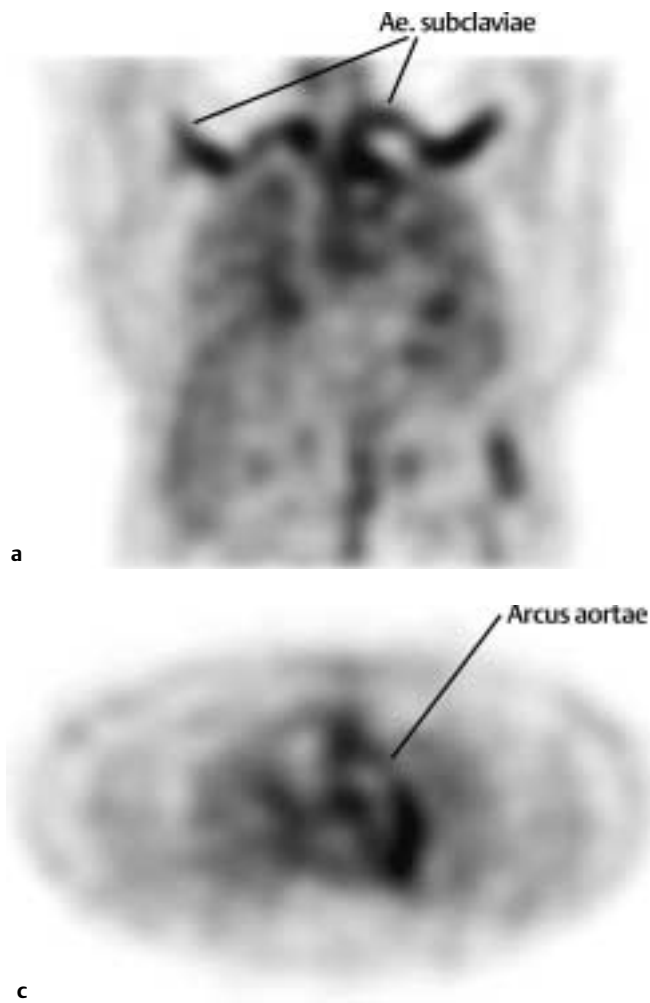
c [18F]Fluordeoxyglukose PET zum Zeitpunkt der Diagnose in frontaler (a), sagittaler (b) und transversaler (c) Darstellung. Es zeigt sich eine vermehrte Glukoseaufnahme im Bereich des Aortenbogens, der Ae. subclaviae sowie der Ao. descendens.
